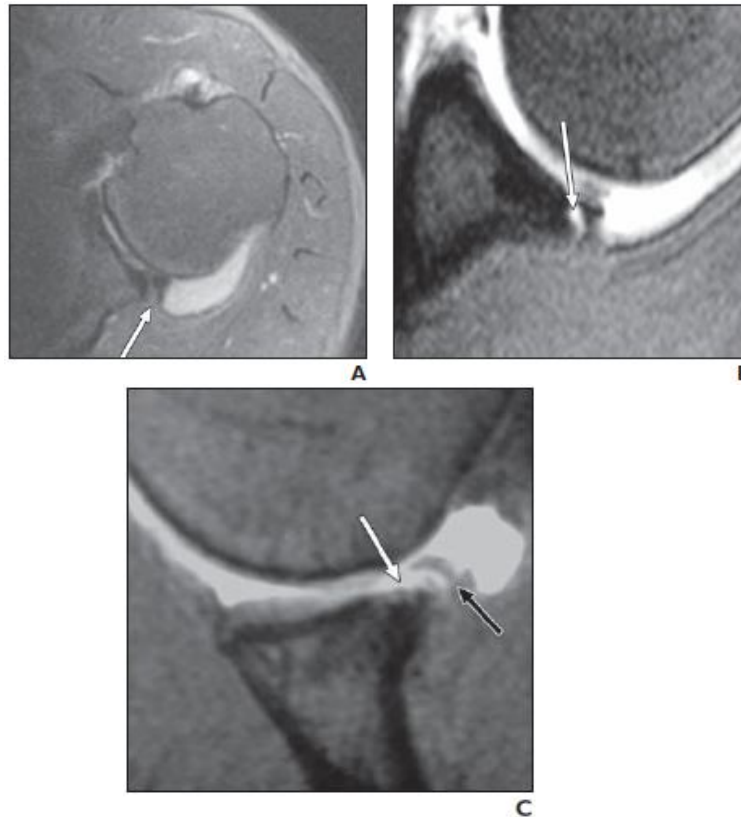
IRM d'une déchirure du labrum postérieur.
